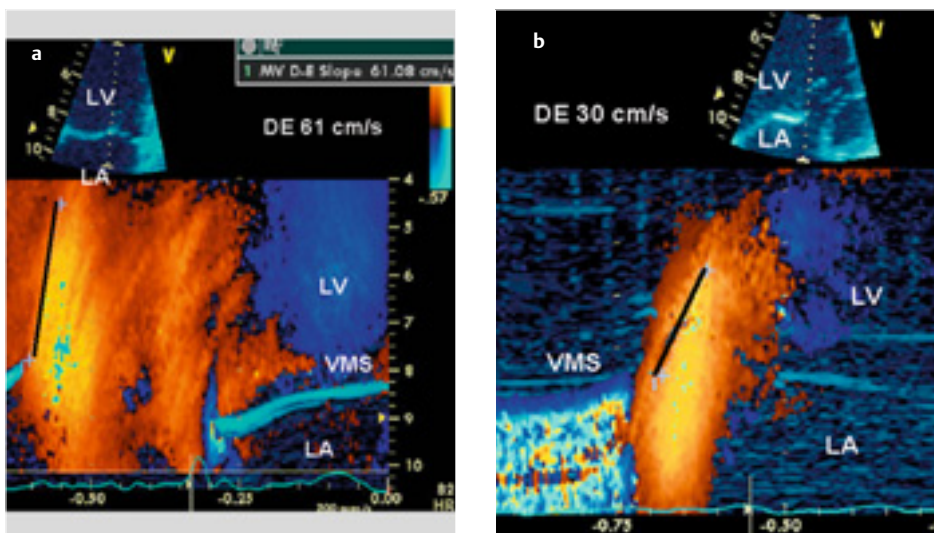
a, b M-Mode-Farb-Doppler-Einstrom in den linken Ventrikel mit Erfassung der E und A bezogenen Füllung. Eingezeichnet die Steigung zur Berechnung der Füllungseigenschaften des LV. a Normalbefund. b Verzögerter LV-Einstrom. Balken zeigt Steigung der Einstromgeschwindigkeit an.
